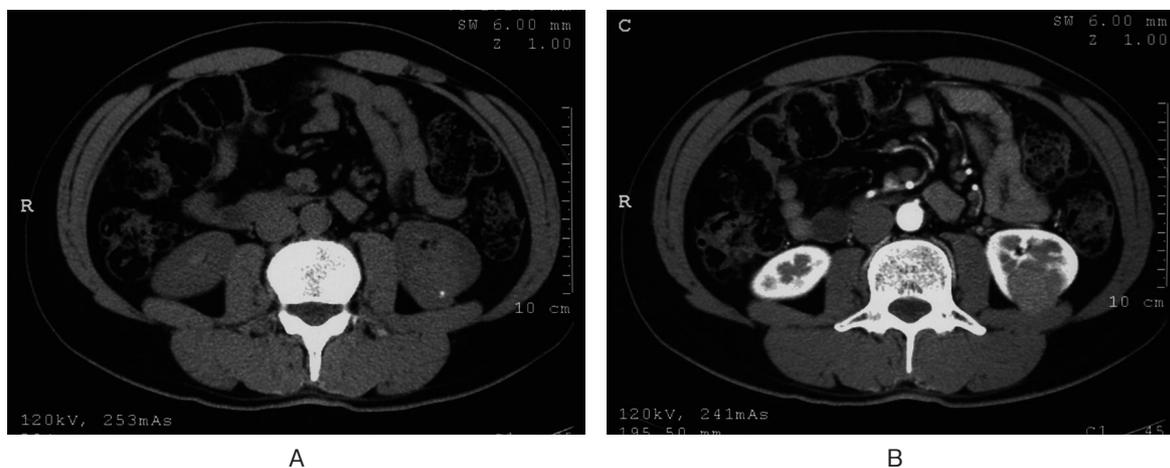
A : Computed tomography (CT) showing calcified mass in the lower pole of the left kidney. B : Contrast-enhanced CT imaging shows poorly defined mass in the left kidney.
